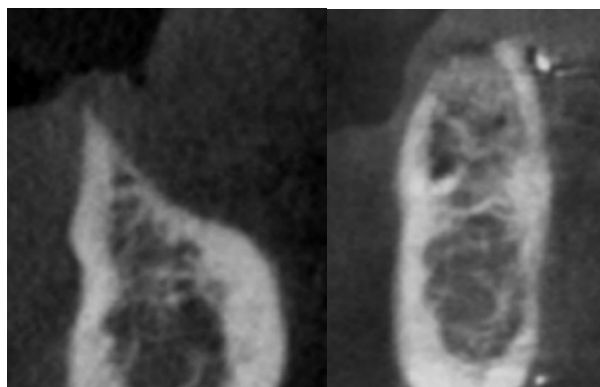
Coupes frontales du CBCT a) CBCT pré-opératoire (crête étroite mais hauteur conservée), b) CBCT à 4 mois post-opératoire après greffe d'apposition [78]
